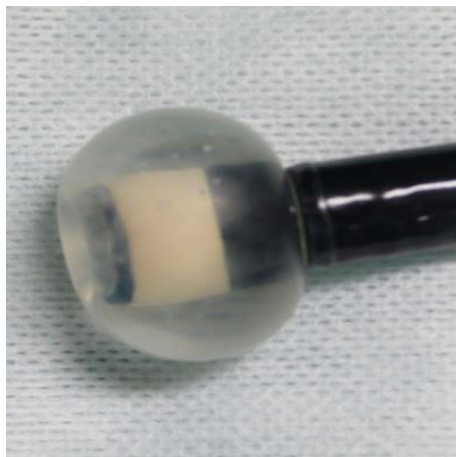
Kopf eines Endosonographie-Endoskops
